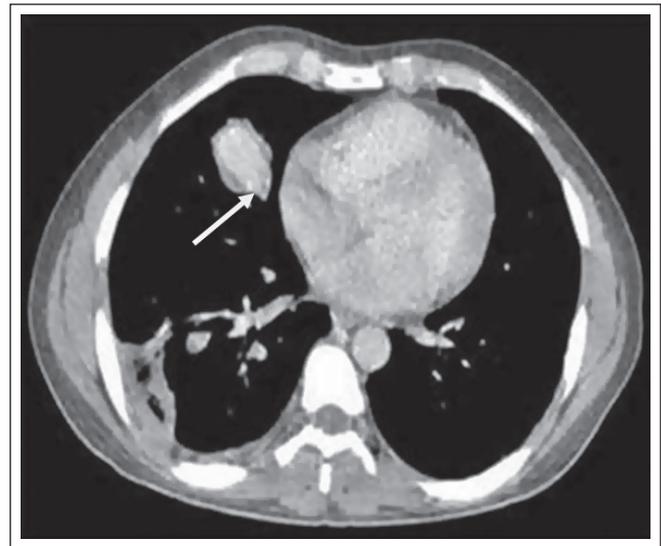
Angiotomografia de tórax: aneurisma e trombose em artéria pulmonar.
